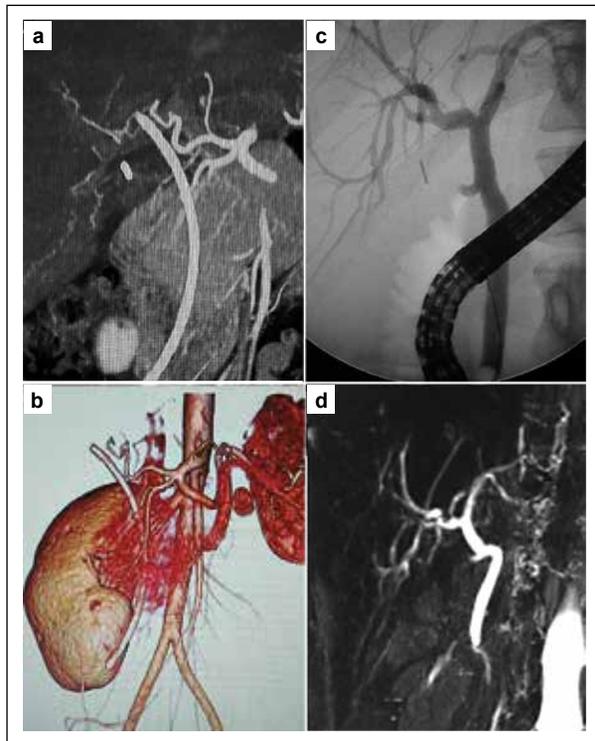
a) Angio-TC hepática y b) reconstrucción 3D, demostrando indemnidad de la Art. hepática derecha y prótesis biliar "in situ". c) Colangiografía endoscópica después del retiro de la prótesis biliar y d) CRMN control demostrando indemnidad biliar.
